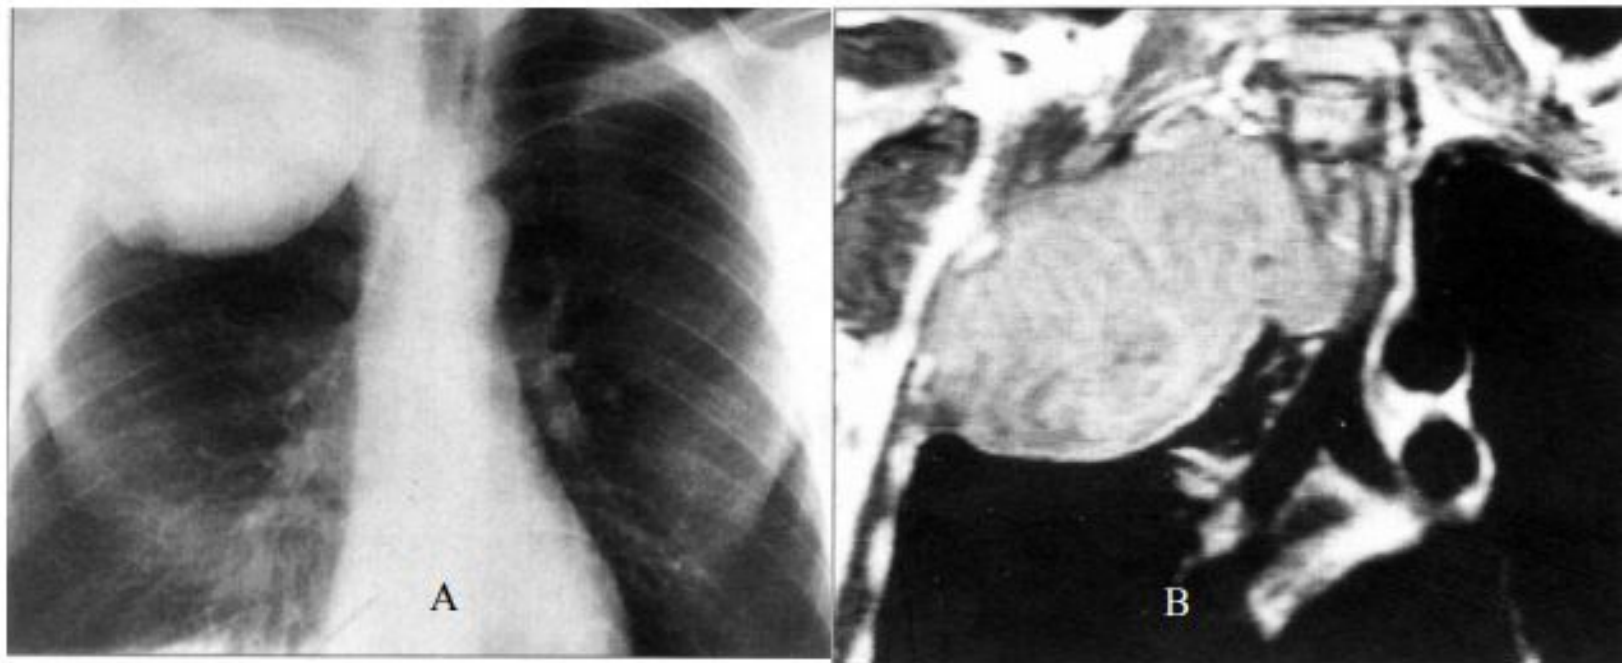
Бронхиальная карцинома верхней доли правого легкого: А – рентгенограмма грудной клетки выявляет большой хорошо очерченный объемный процесс в вершухе правого легкого; В – Т1-взвешенное изображение при магнитно-резонансной томографии (коронарный срез) обнаруживает прорастание в грудную клетку между ребрами и в средостение; бронхи и сосуды выглядят как образования, лишенные сигналов.
